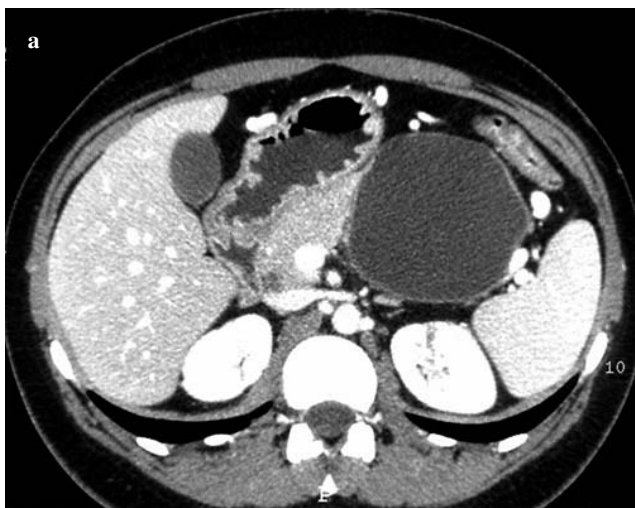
A 48-year-old man with resectable serous cystadenoma of the pancreatic tail with concordant CT and MR imaging results (patient 8, Table 3). a Axial CT image obtained in the portal phase after intravenous administration of contrast agent shows a large (8 cm) and homogeneous cystic lesion of the pancreatic tail with regular margins suggestive of a benign mass. b T2-weighted single-shot turbo spin echo (SS-TSE) image obtained in the axial plane shows a similar finding, as the lesion has the typical hyperintense appearance of a benign cystic mass.
